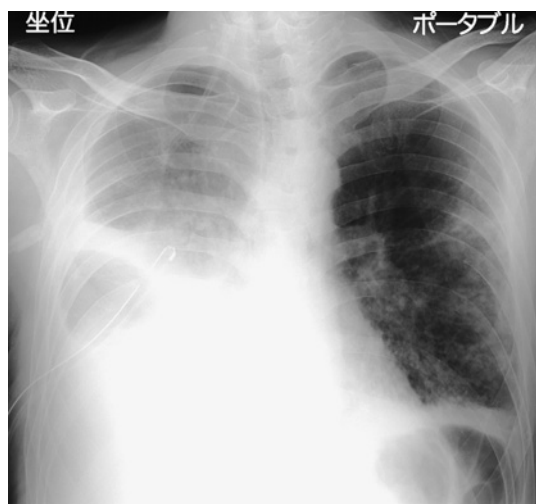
An X-ray revealed bilateral infiltrative shadows and right-sided pleural effusion.
